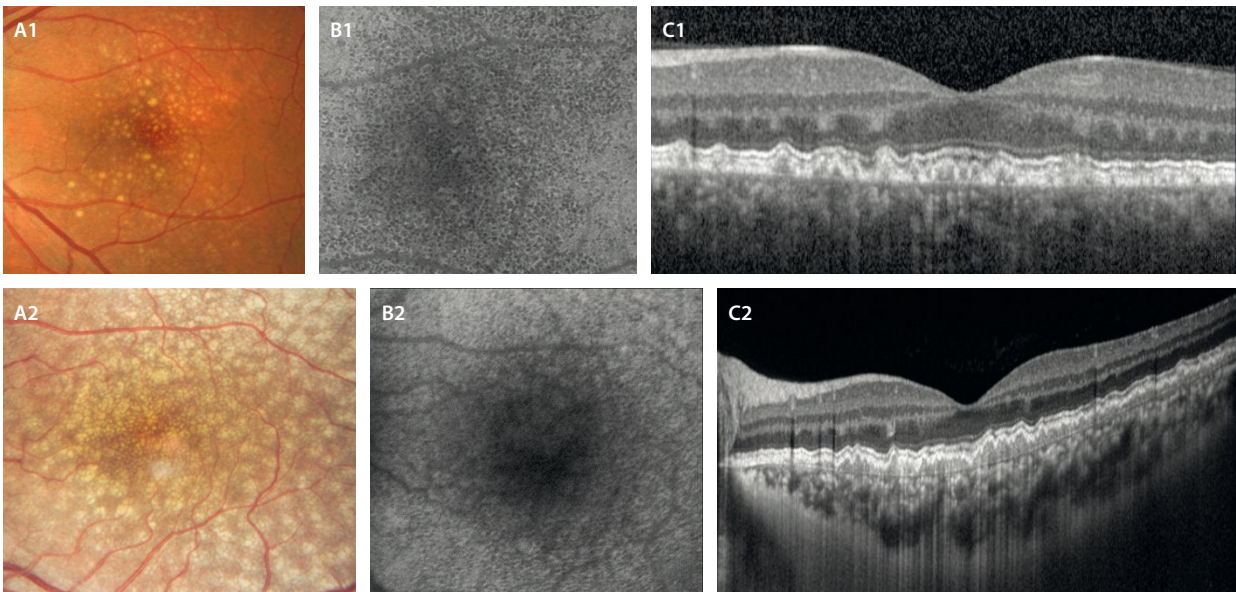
Drusas cuticulares. A1 y A2) Color amarillento. B1 y B2) Muestran hipoautofluorescencia central con halo isoautofluorescente/hiperautofluorescente (dianiforme o *target*) con autofluorescencia verde. C1) En la tomografía de coherencia óptica se ven como lesiones hiporreflexivas verticales entre el epitelio pigmentario de la retina y la membrana de Bruch formando un patrón de «dientes de sierra». C2) En este caso, la tomografía de coherencia óptica muestra la confluencia de drusas cuticulares que destapan un material hiporreflexivo entre el epitelio pigmentario de la retina y la membrana de Bruch que corresponde a los depósitos basales laminares, de ahí que Gass las acuñara como drusas basales laminares.
